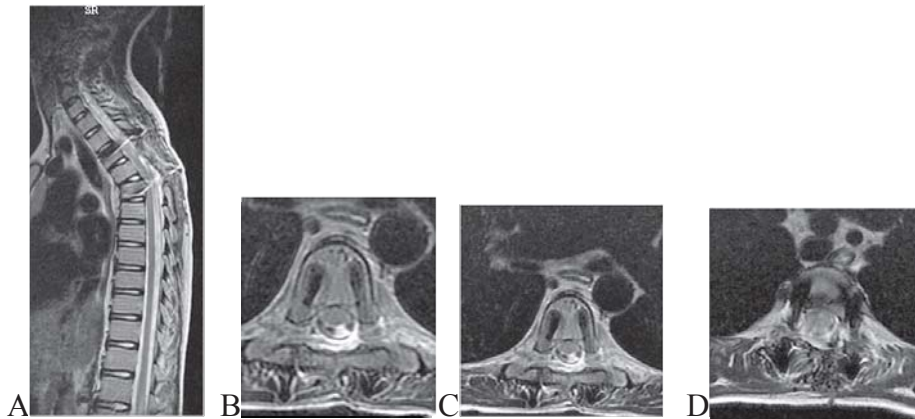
IRM toracic la 8 luni postoperator A,B,C,D: A- secțiune sagitală fixare transpediculară Th3-Th5, cifoza incipientă, B,C,D secțiuni transversale plasarea corectă a șuruburilor, lipsa recidivei în dinamică imagistică.
